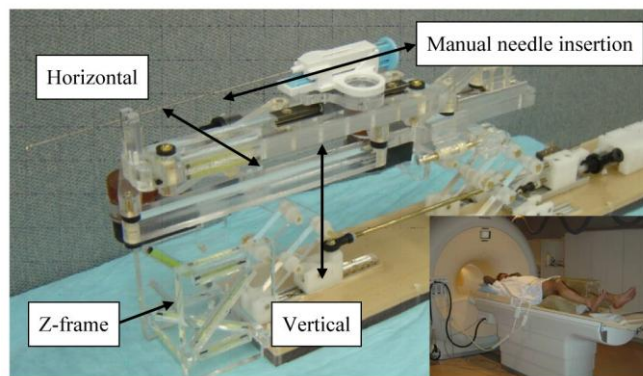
Robot de curiethérapie IRM Mr Bot⁶⁶
